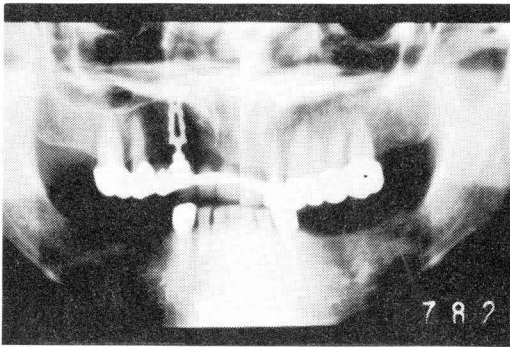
初診時のパノラマX線写真。骨内インプラント部の骨透過像を認める
